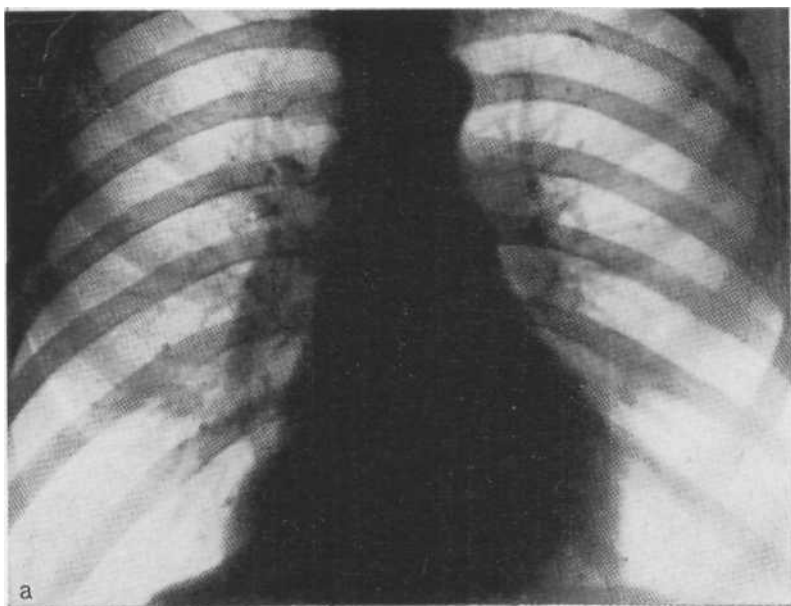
Обзорная рентгенограмма (а), пневмомедиастинограмма (б) и томограмма в условиях пневмомедиастинума (в). Дивертикул перикарда.
